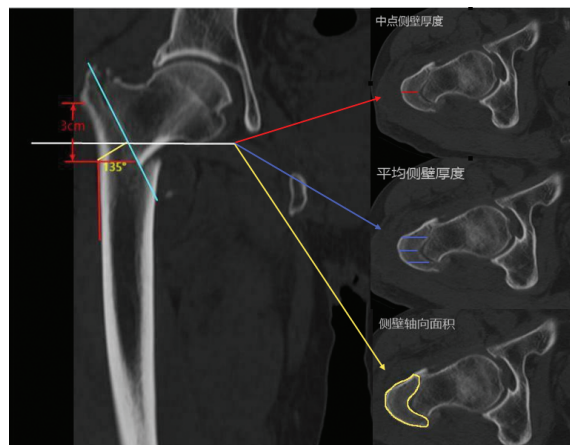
CT 冠状位图上从大转子无名结节下 3 cm 的参考点作与股骨干成 135°的直线,与骨折线的交点处(白线)水平轴位图;分别测量中点侧壁厚度(红线),平均侧壁厚度(蓝线)和侧壁轴向面积(黄线)
